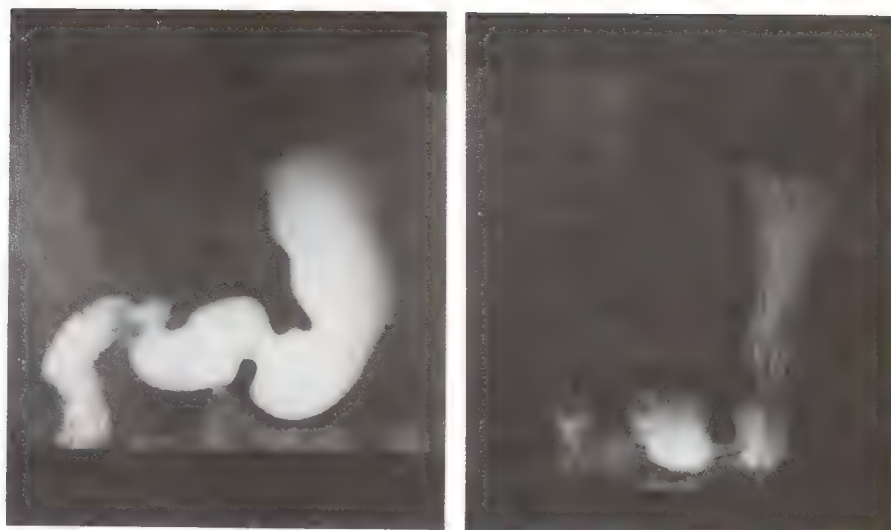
Radiografías gástricas.
